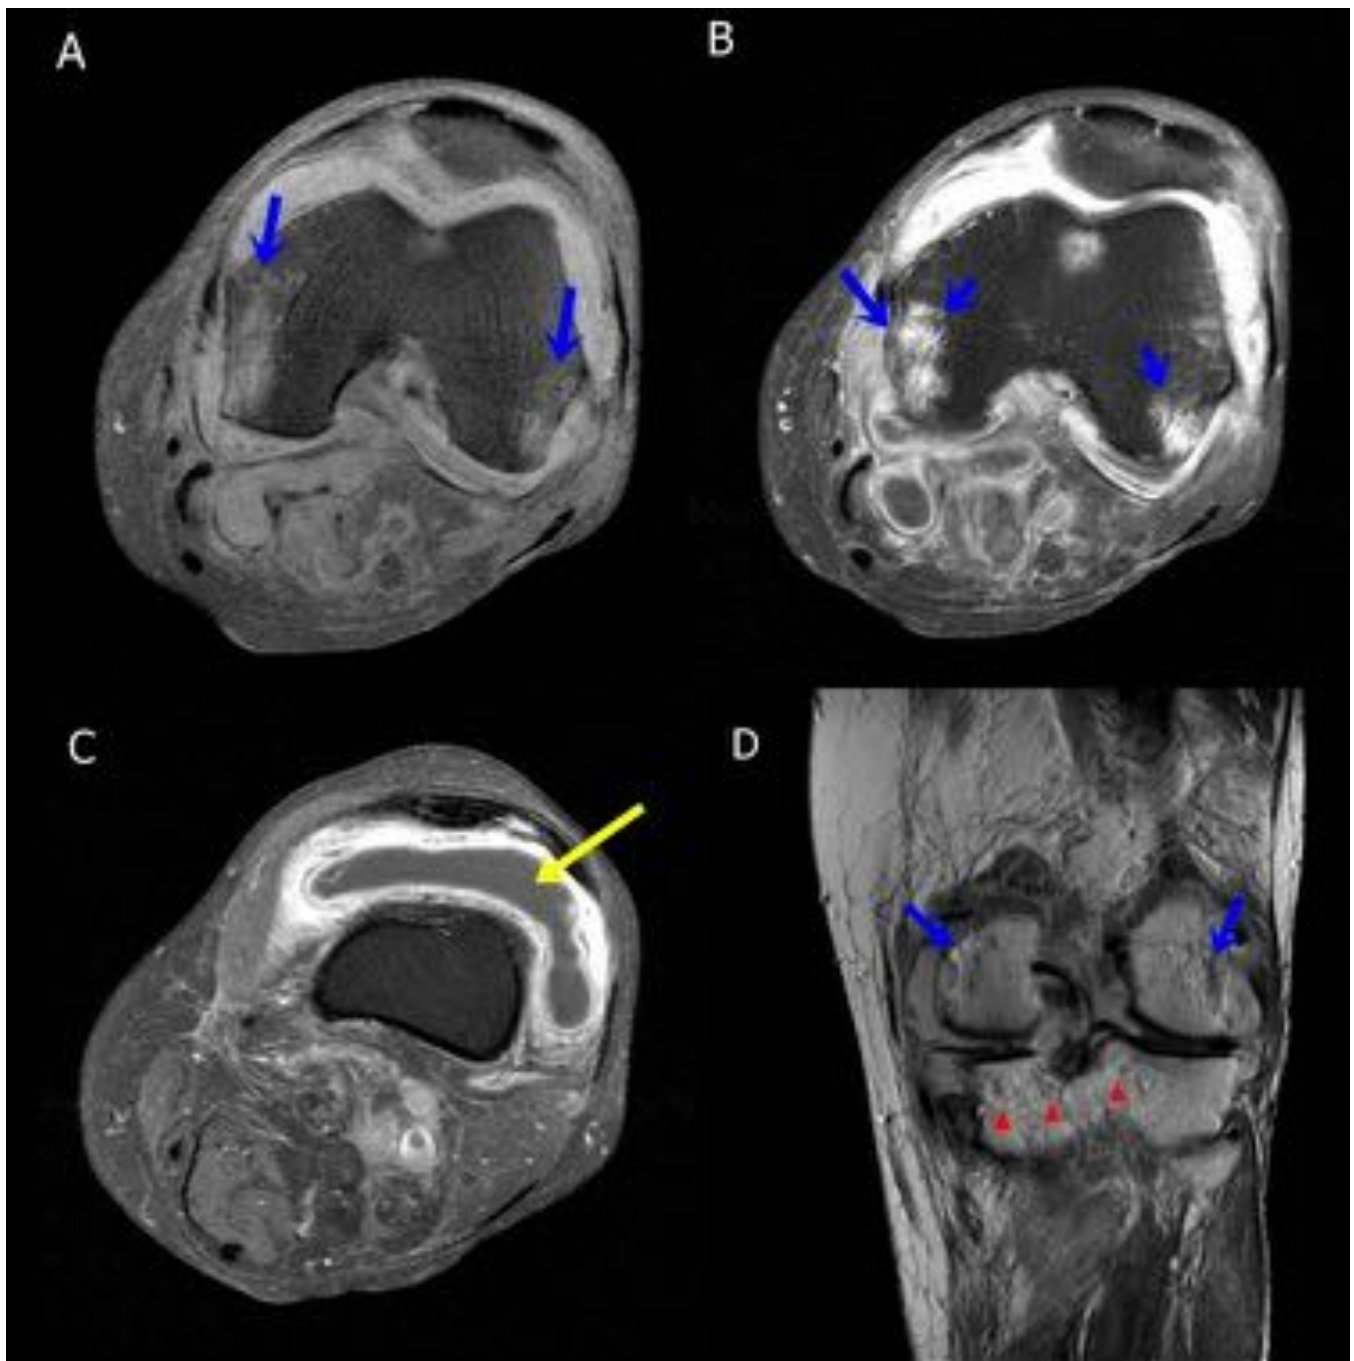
Artritis séptica y osteomielitis. RM RODILLA CON CONTRASTE. Disminución del espacio articular, alteración de señal del cartílago hialino e hipercaptación de la superficie subcondral del fémur [flechas azules] con derrame articular circunferencial infra y suprarrotuliano [Flecha amarilla]. Alteración ósea tibial con extensión proximal y captación de Gd [cabezas de flecha].
